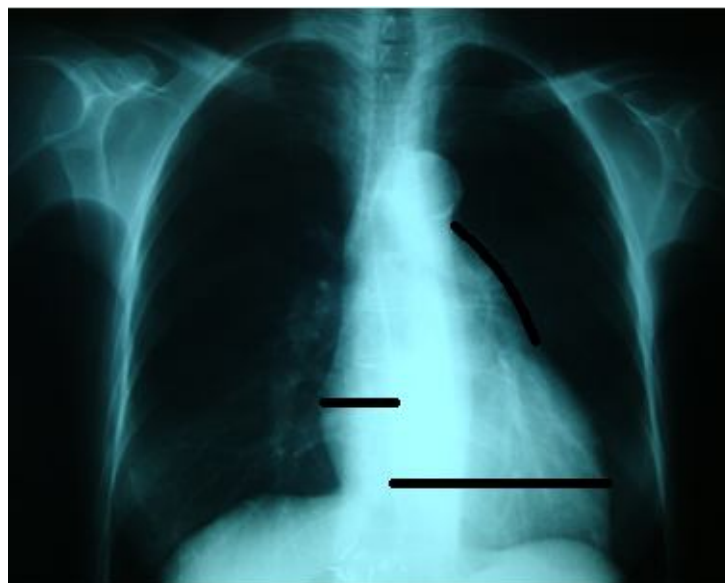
Radiographie thoracique montrant une cardiomégalie, une saillie de l'arc moyen gauche et une dilatation des artères pulmonaires
